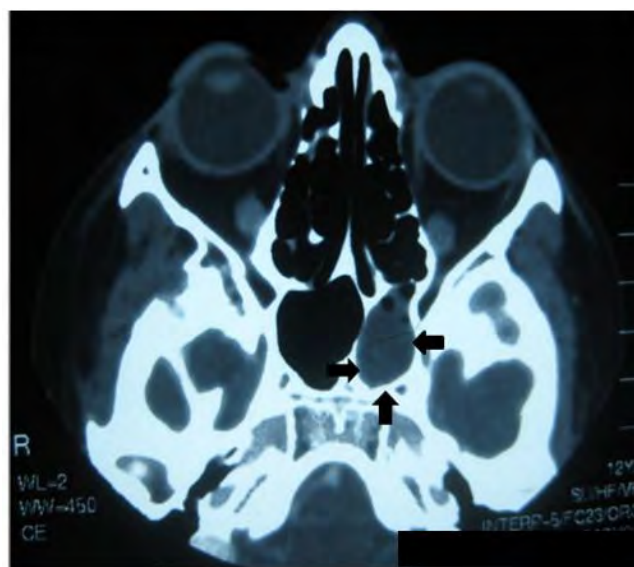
Multislice computed tomography images of the paranasal sinuses reveal Onodi cell inflammation in the sphenoid sinus, in close proximity to the course of the optic nerve (arrows).
